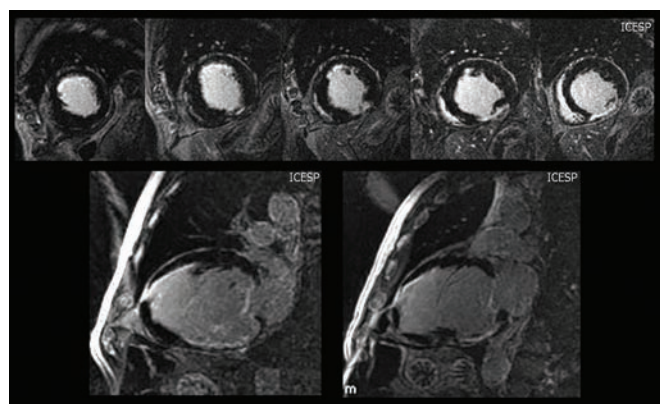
Ressonância Magnética mostrando ventrículo esquerdo com realce tardio na parede posterior, após injeção de gadolínio em paciente, após uso de antraciclina e trastuzumab.
